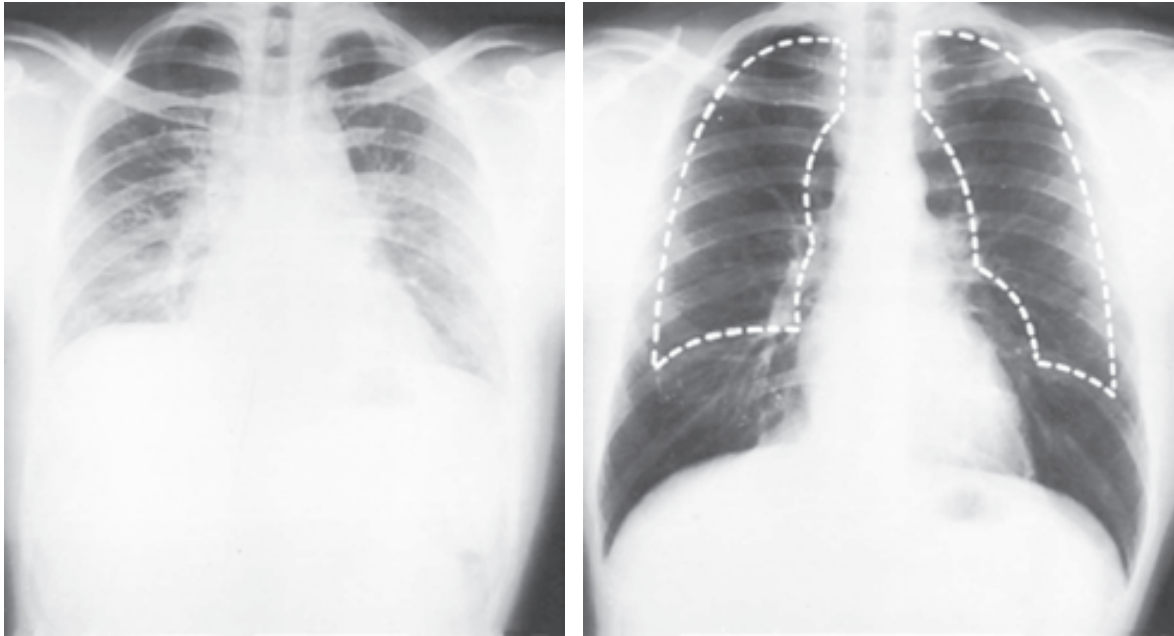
Radiografía torácica en espiración completa (izquierda) y en inspiración completa (derecha). La línea punteada en la derecha es un esbozo de los pulmones en espiración completa. Nótese la diferencia en el volumen intratorácico. (Con autorización de Comroe JH Jr.: *Physiology of respiration*, 2nd ed. Year Book, 1974.)
